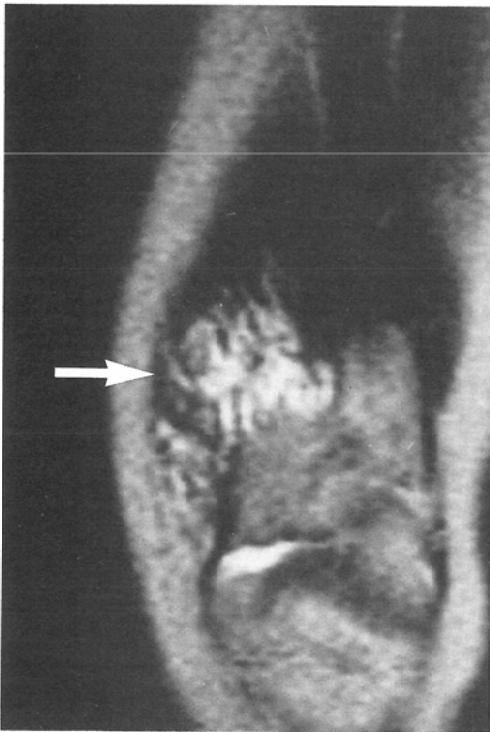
Intramuscular hemangioma 17-year-old female. T2-weighted image (SE 1800/90) shows a very high intensity tumor with a serpiginous pattern in the right thigh (arrow).
